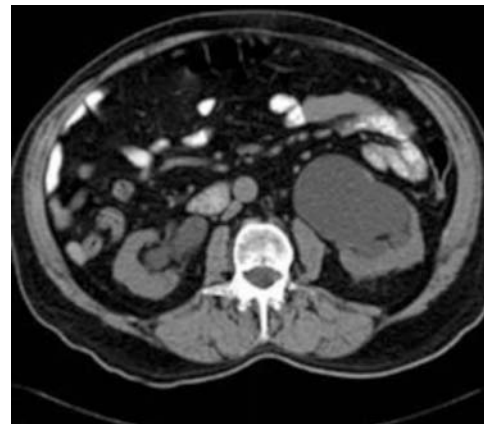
Tomografía donde se aprecia hidronefrosis.
